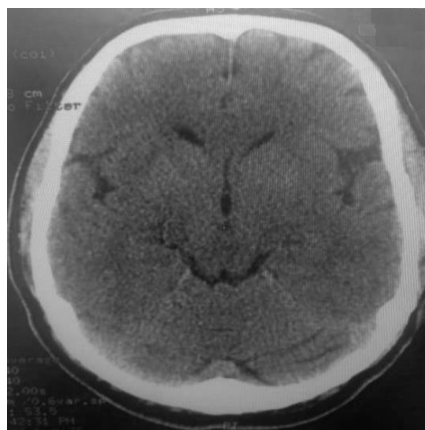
КТ головного мозга пациента Б. без макроструктурных костно-травматических повреждений
